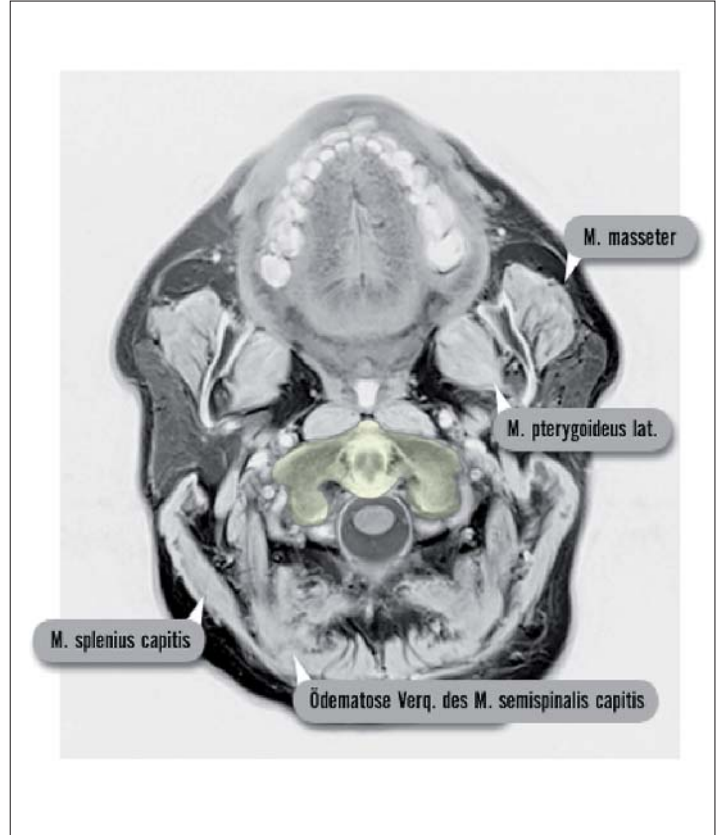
Ultrahochaufgelöste MRT der Schädelbasis, T2, Inversionsmodus. Diagnose: Beidseitige Kaumuskelhypertrophie (M. pterygoidei laterales und masseter), rechts mehr als links. Unilaterale Hypertrophie der Nackenmuskeln (M. splenius capitis) rechts und Hypertrophie und ödematöse Verquellung des M. semispinalis capitis rechts bei bekanntem Bruxismus und rezidivierender Zervikozephalgie.
